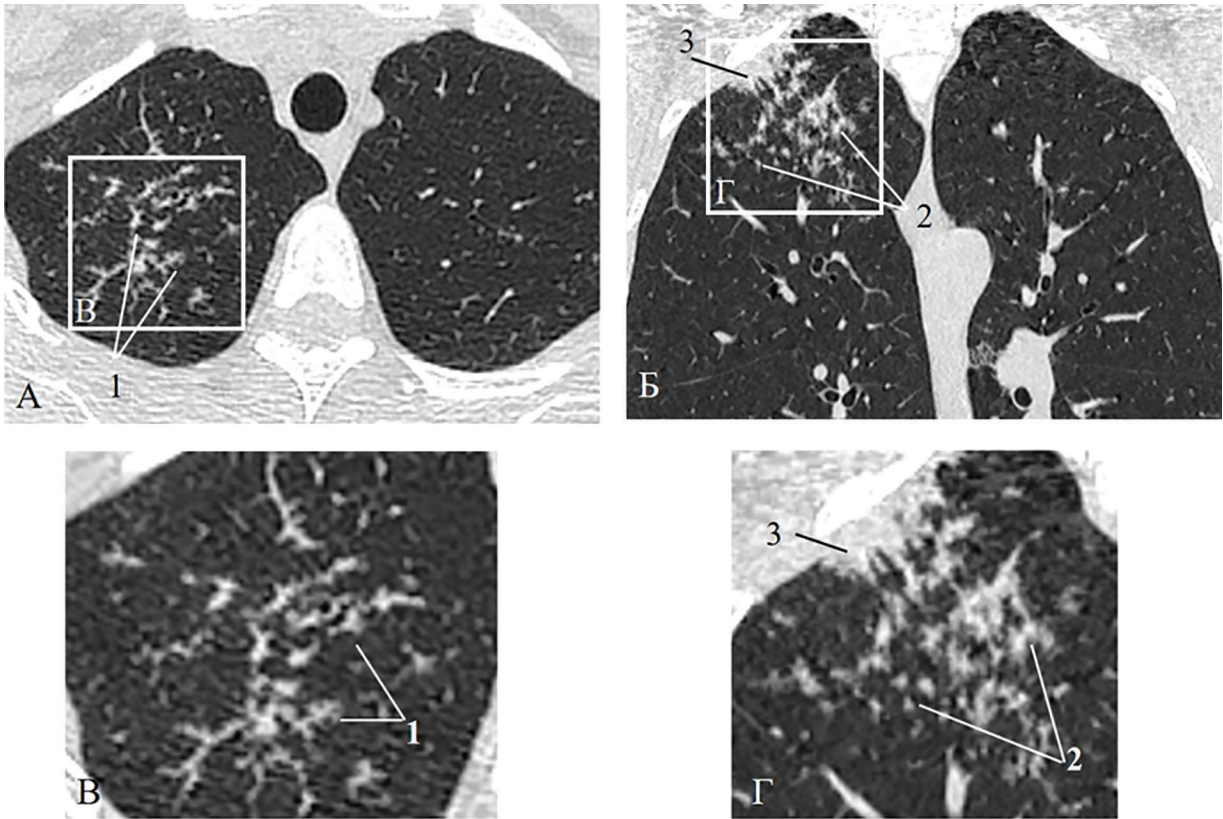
Результаты КТ женщины 32 лет с туберкулезом легких (МБТ+)
